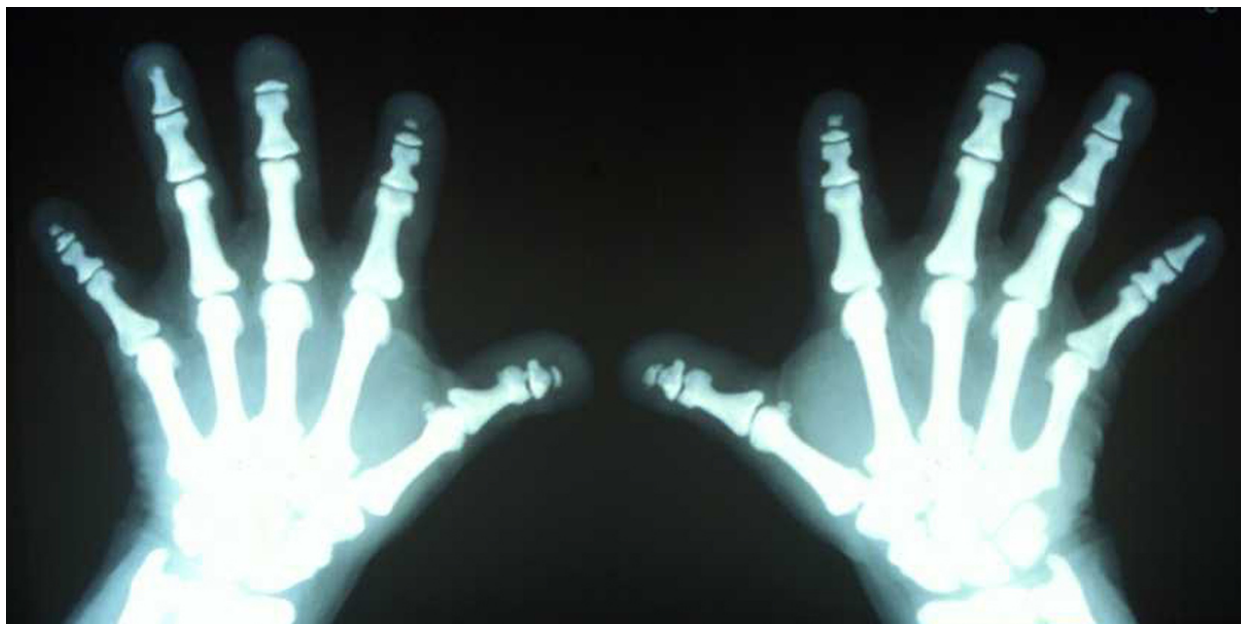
Radiografia mostrando acro-osteólise das falanges distais do indicador e dedo médio, bilateralmente, de paciente com picnodisostose. Fonte: arquivo pessoal da autora.
